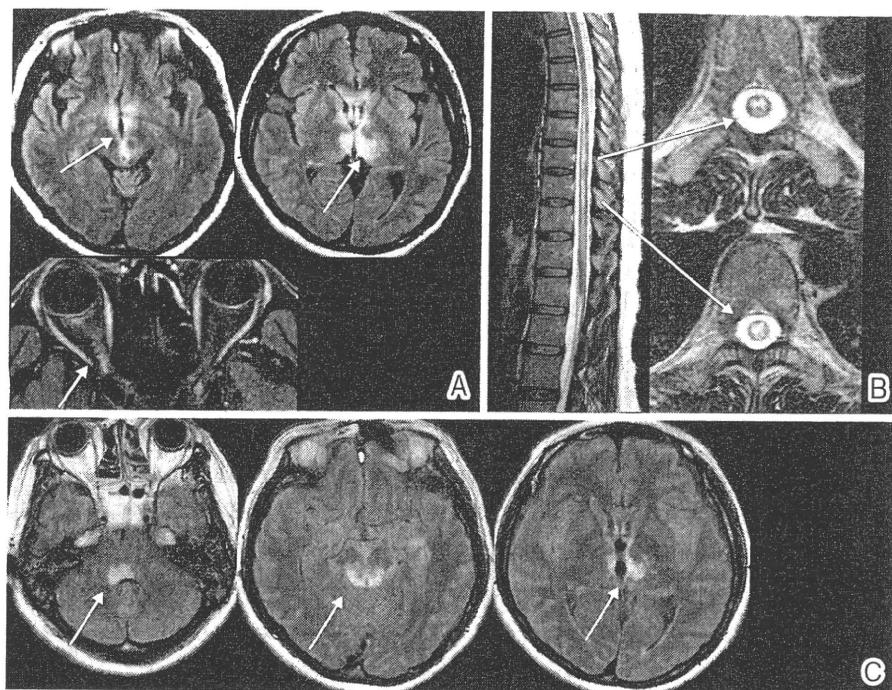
再入院時頭部、脊髄MRI(2007年9月)、転科時頭部MRI(2007年12月)
